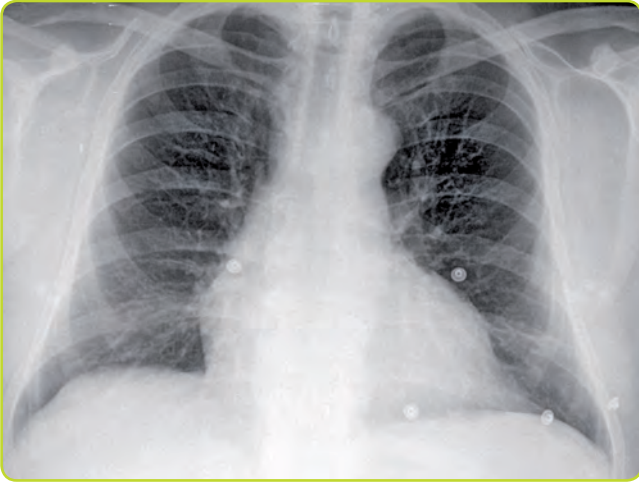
Derrame pericárdico en radiografía simple.
